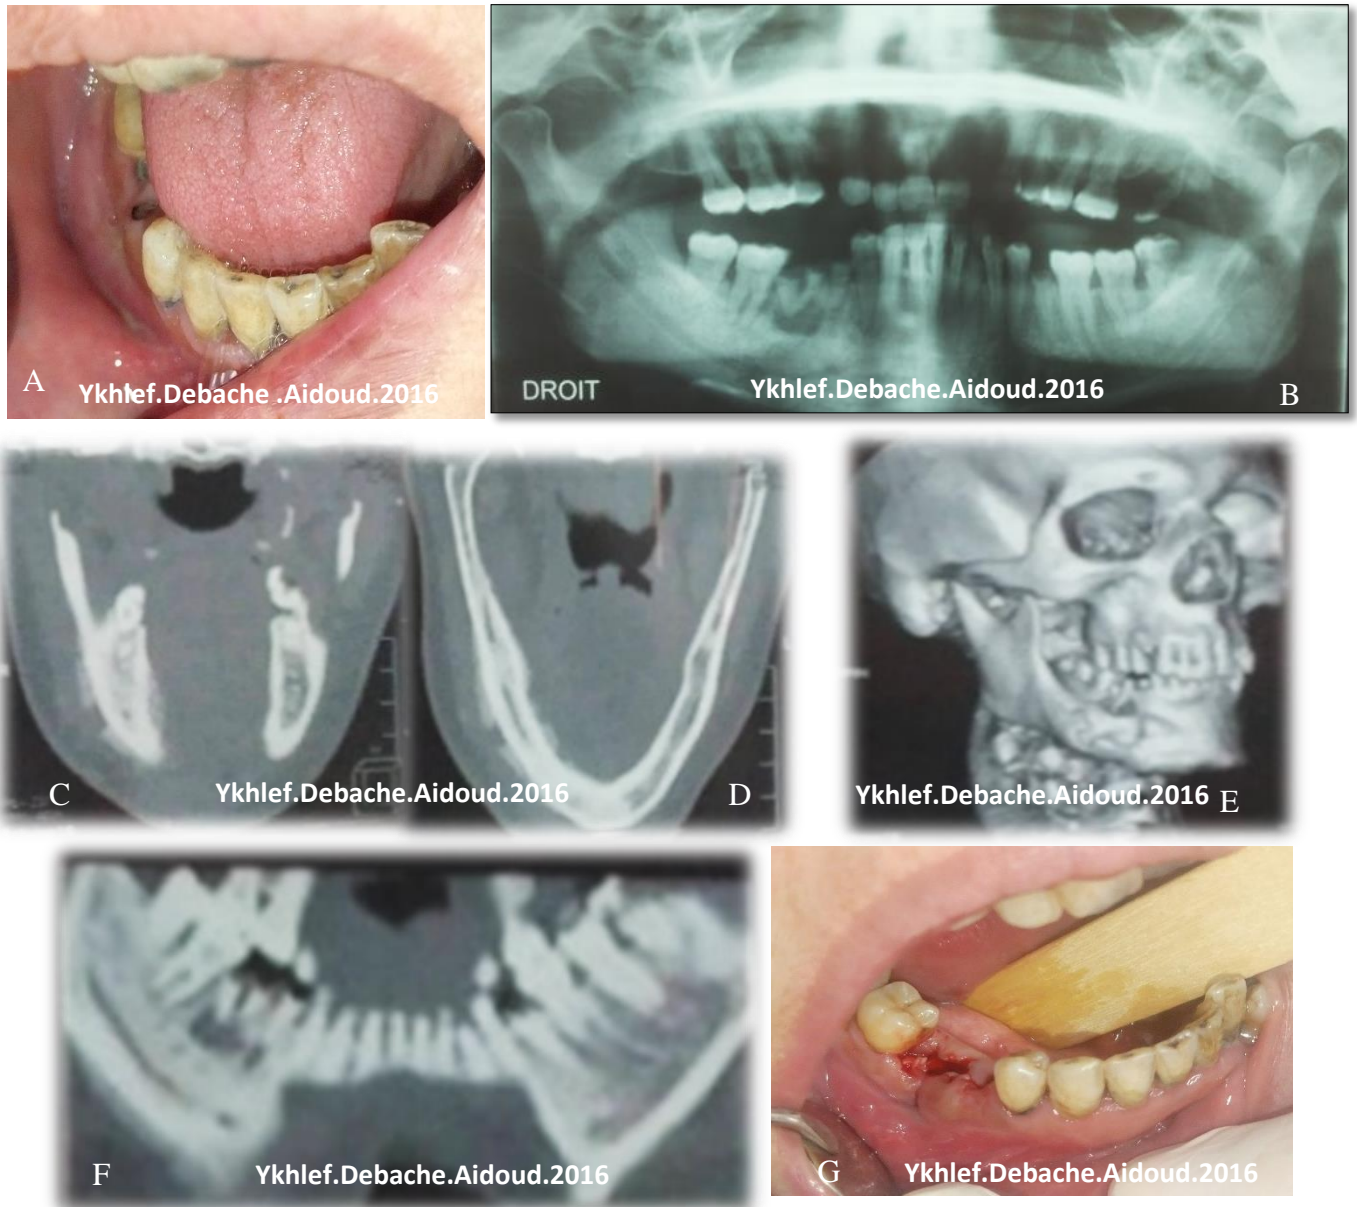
A ;ONM mandibulaire droite ,B ;OPT racines de la 45 ,46 ,C,D ; TDM, Coupe axiale ;ostéocondensation de la branche horizontale+ image de double contour, E, F ;3D et panorex image radiolaire appendue à l'apex de la 45,46, F ; après extractions dentaires
